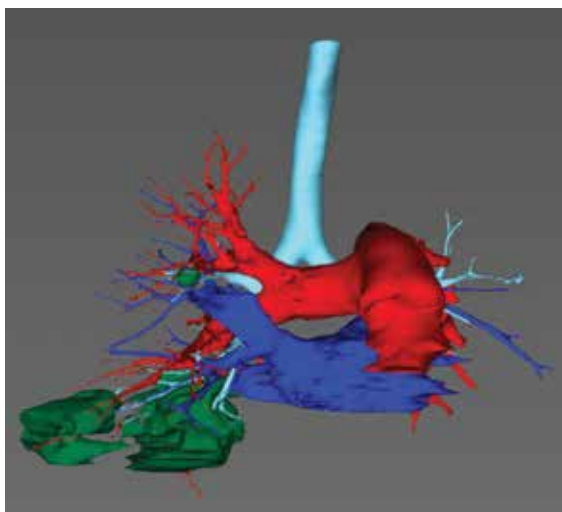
Пациент К., 56 лет. Периферический рак правого легкого. Трехмерная модель на основе МСКТ с контрастным усилением.
